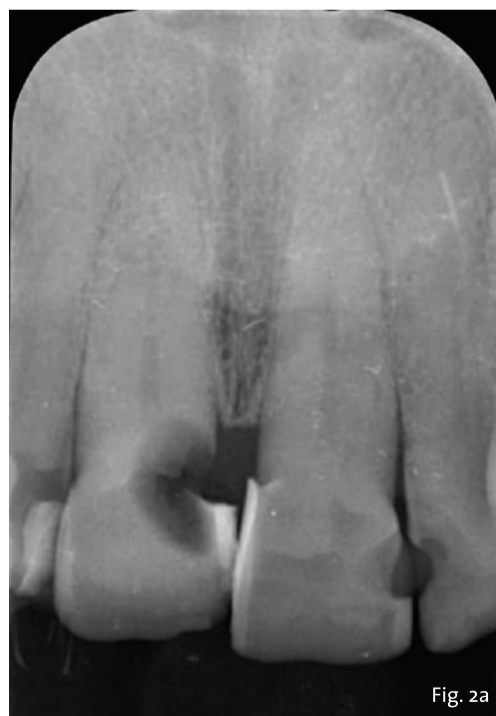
Valutazione radiografica iniziale: radiografia intraorale.
